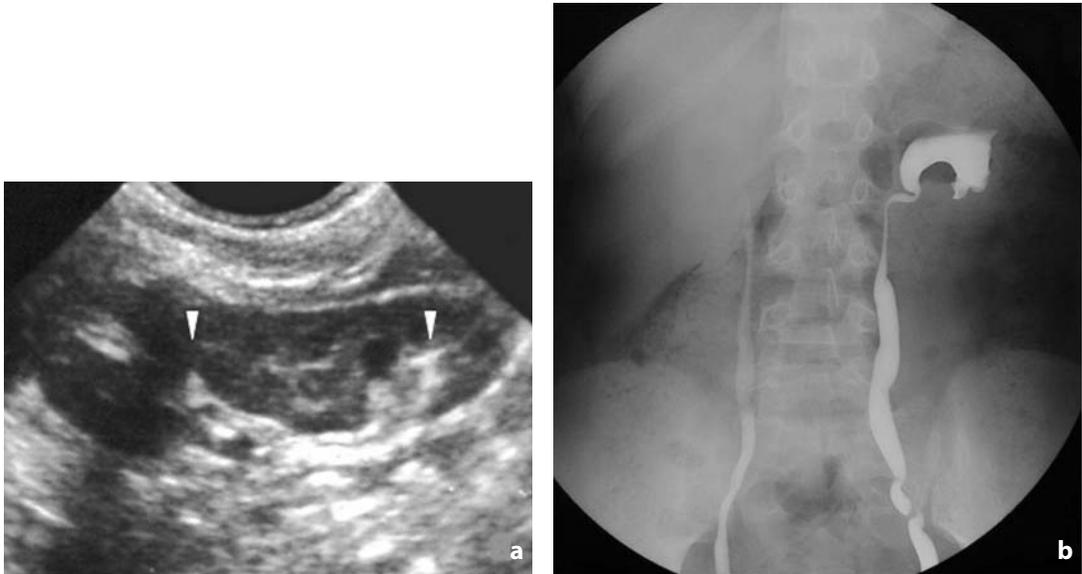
Doppio distretto. a La scansione ecografica longitudinale evidenzia la separazione del complesso centrale pielo-caliceale (punte di freccia), in un distretto superiore ed uno inferiore. b L'indagine cistografica evidenzia reflusso vescico-ureterale bilaterale, a sinistra vi è opacizzazione del distretto polare inferiore, caratterizzato complessivamente da riduzione numerica dei calici
